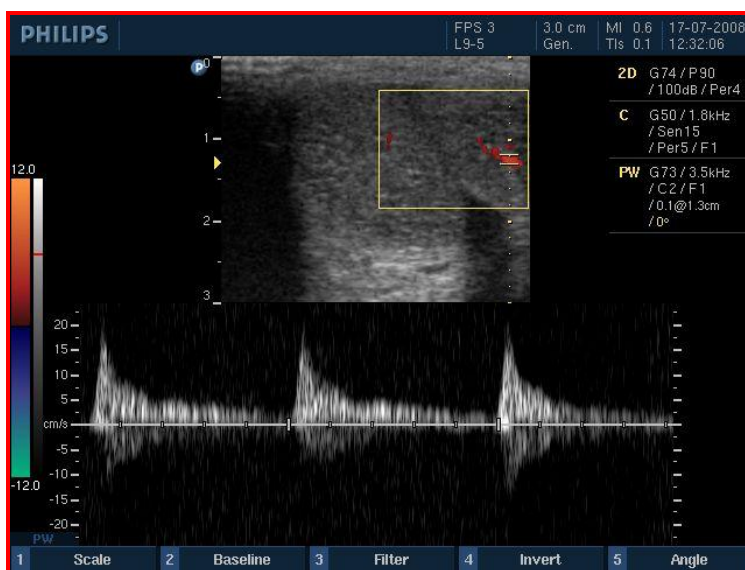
Examinare Doppler peniană. Viteza sistolică maximă 20 cm/sec (DE vasculară, arteriogenă)
